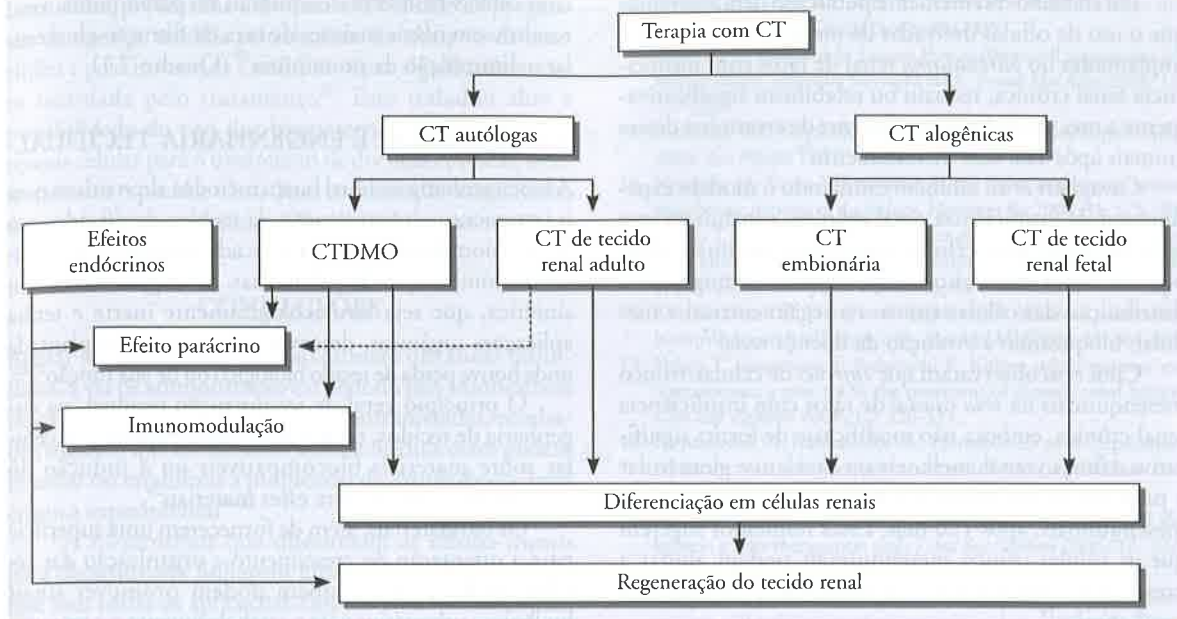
Representação esquemática de diferentes abordagens terapêuticas para o tratamento dos mecanismos múltiplos que representam o potencial regenerativo dos diferentes tipos de células-tronco em lesões do tecido renal (adaptado de Sagrinati<sup>8</sup>). CT = células-tronco; CTDMO = células-tronco derivadas da medula óssea.
